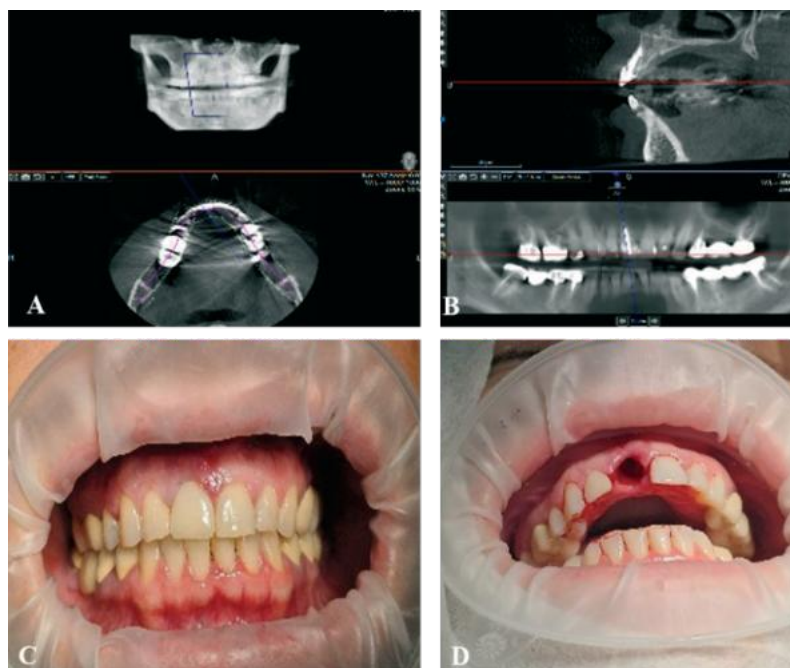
Etapele implantării imediate. (A, B) – explorare paraclinică prin tomografie computerizată cu fascicul conic, (C) – aspect clinic în cavitatea bucală, (D) – aspect clinic după extracția d.11.
